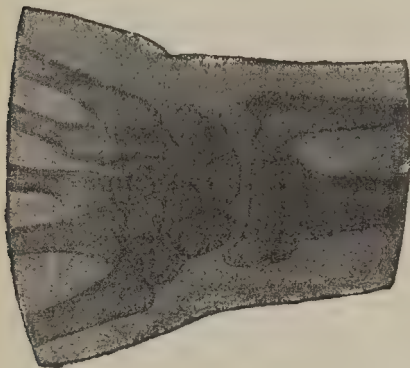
Radiographie du poignet d'une femme de 54 ans, confirmant le diagnostic de fracture de l'extrémité inférieure du radius.
